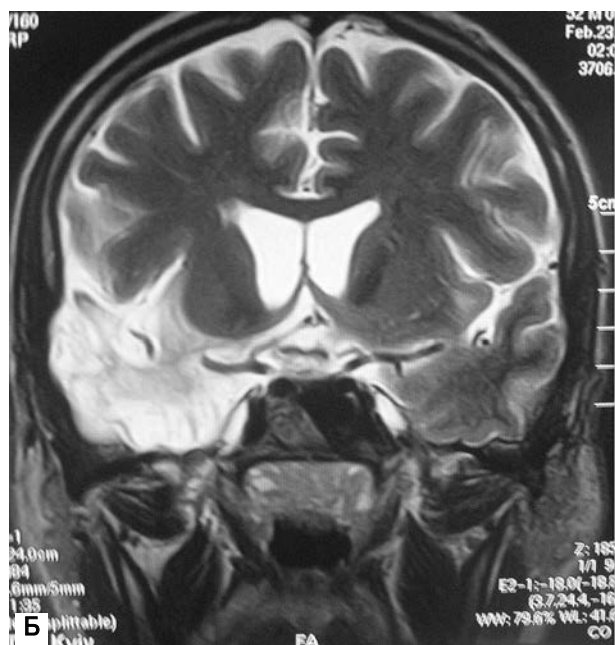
МРТ головного мозку хворого З. в аксіальній (А) і фронтальній (Б) проекціях
